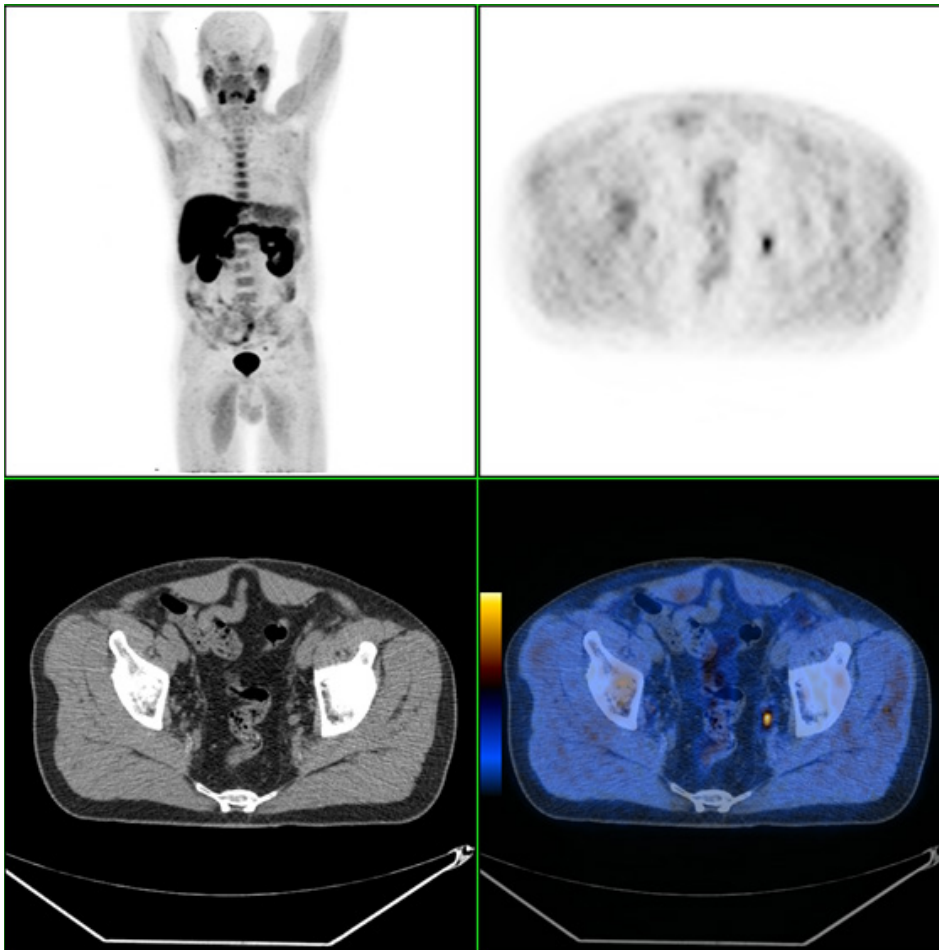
Doente submetido a prostatectomia por carcinoma da próstata, em recidiva bioquímica com PSA de 1,4 ng/mL, no qual a PET/CT com FCH-F18 identificou uma metástase ganglionar pélvica esquerda única com cerca de 8 mm de eixo axial. Esta informação orientou o doente para a realização de radioterapia de salvação e influenciou o seu planeamento.
